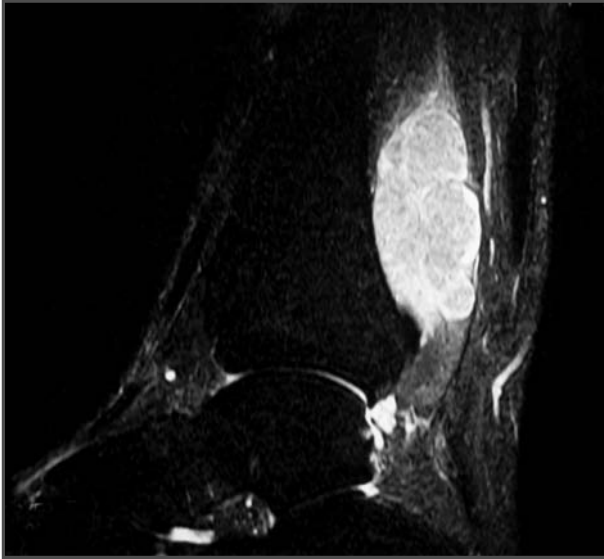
RM: schwannoma en el nervio tibial.
